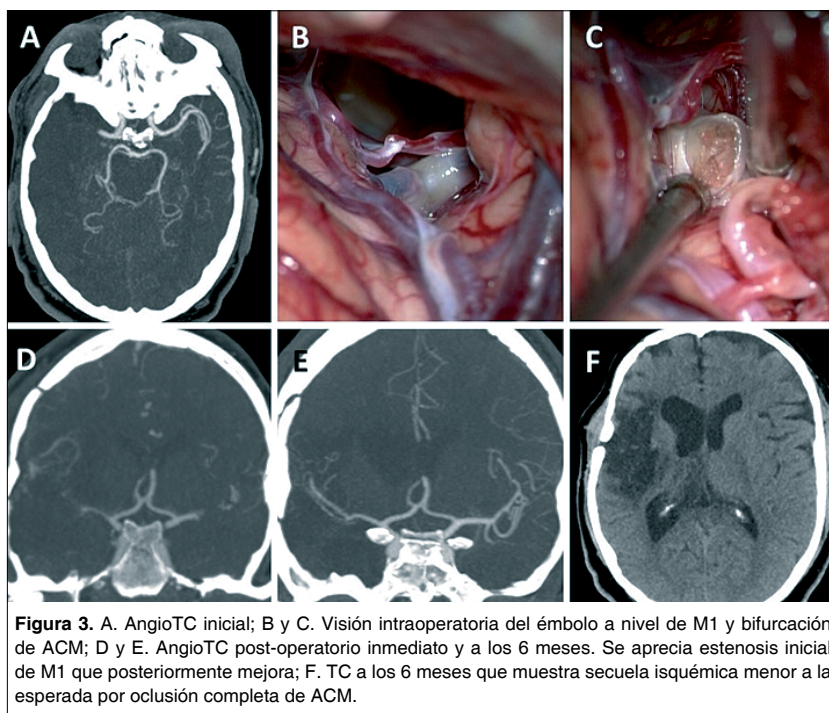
A. AngioTC inicial; B y C. Visión intraoperatoria del émbolo a nivel de M1 y bifurcación de ACM; D y E. AngioTC post-operatorio inmediato y a los 6 meses. Se aprecia estenosis inicial de M1 que posteriormente mejora; F. TC a los 6 meses que muestra secuela isquémica menor a la esperada por oclusión completa de ACM.
